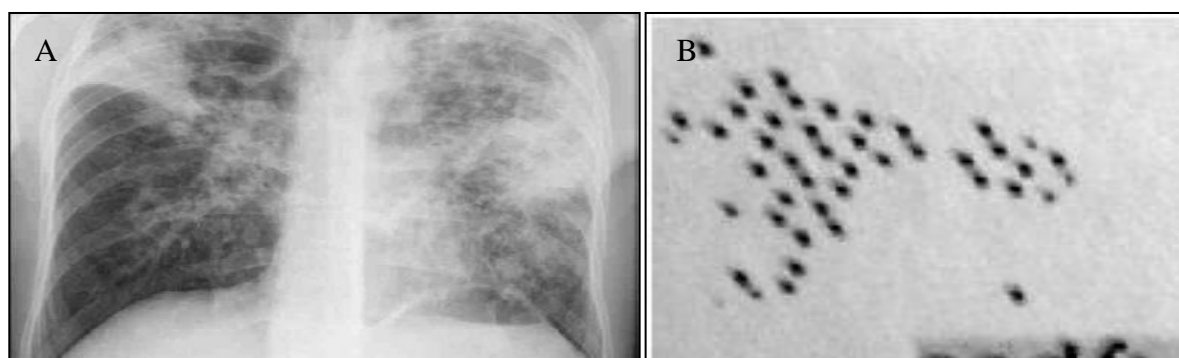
Radiographie thoracique au cours de la TP. [40] [41].
